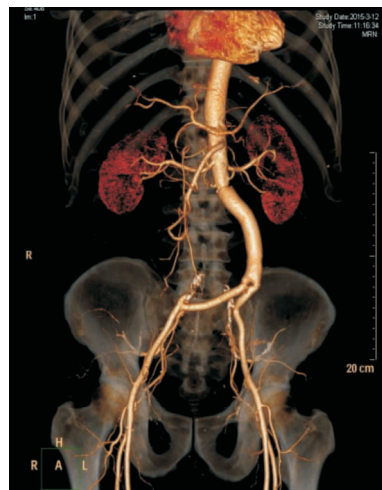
病例 2 出院后腹主动脉 CTA 复查结果
